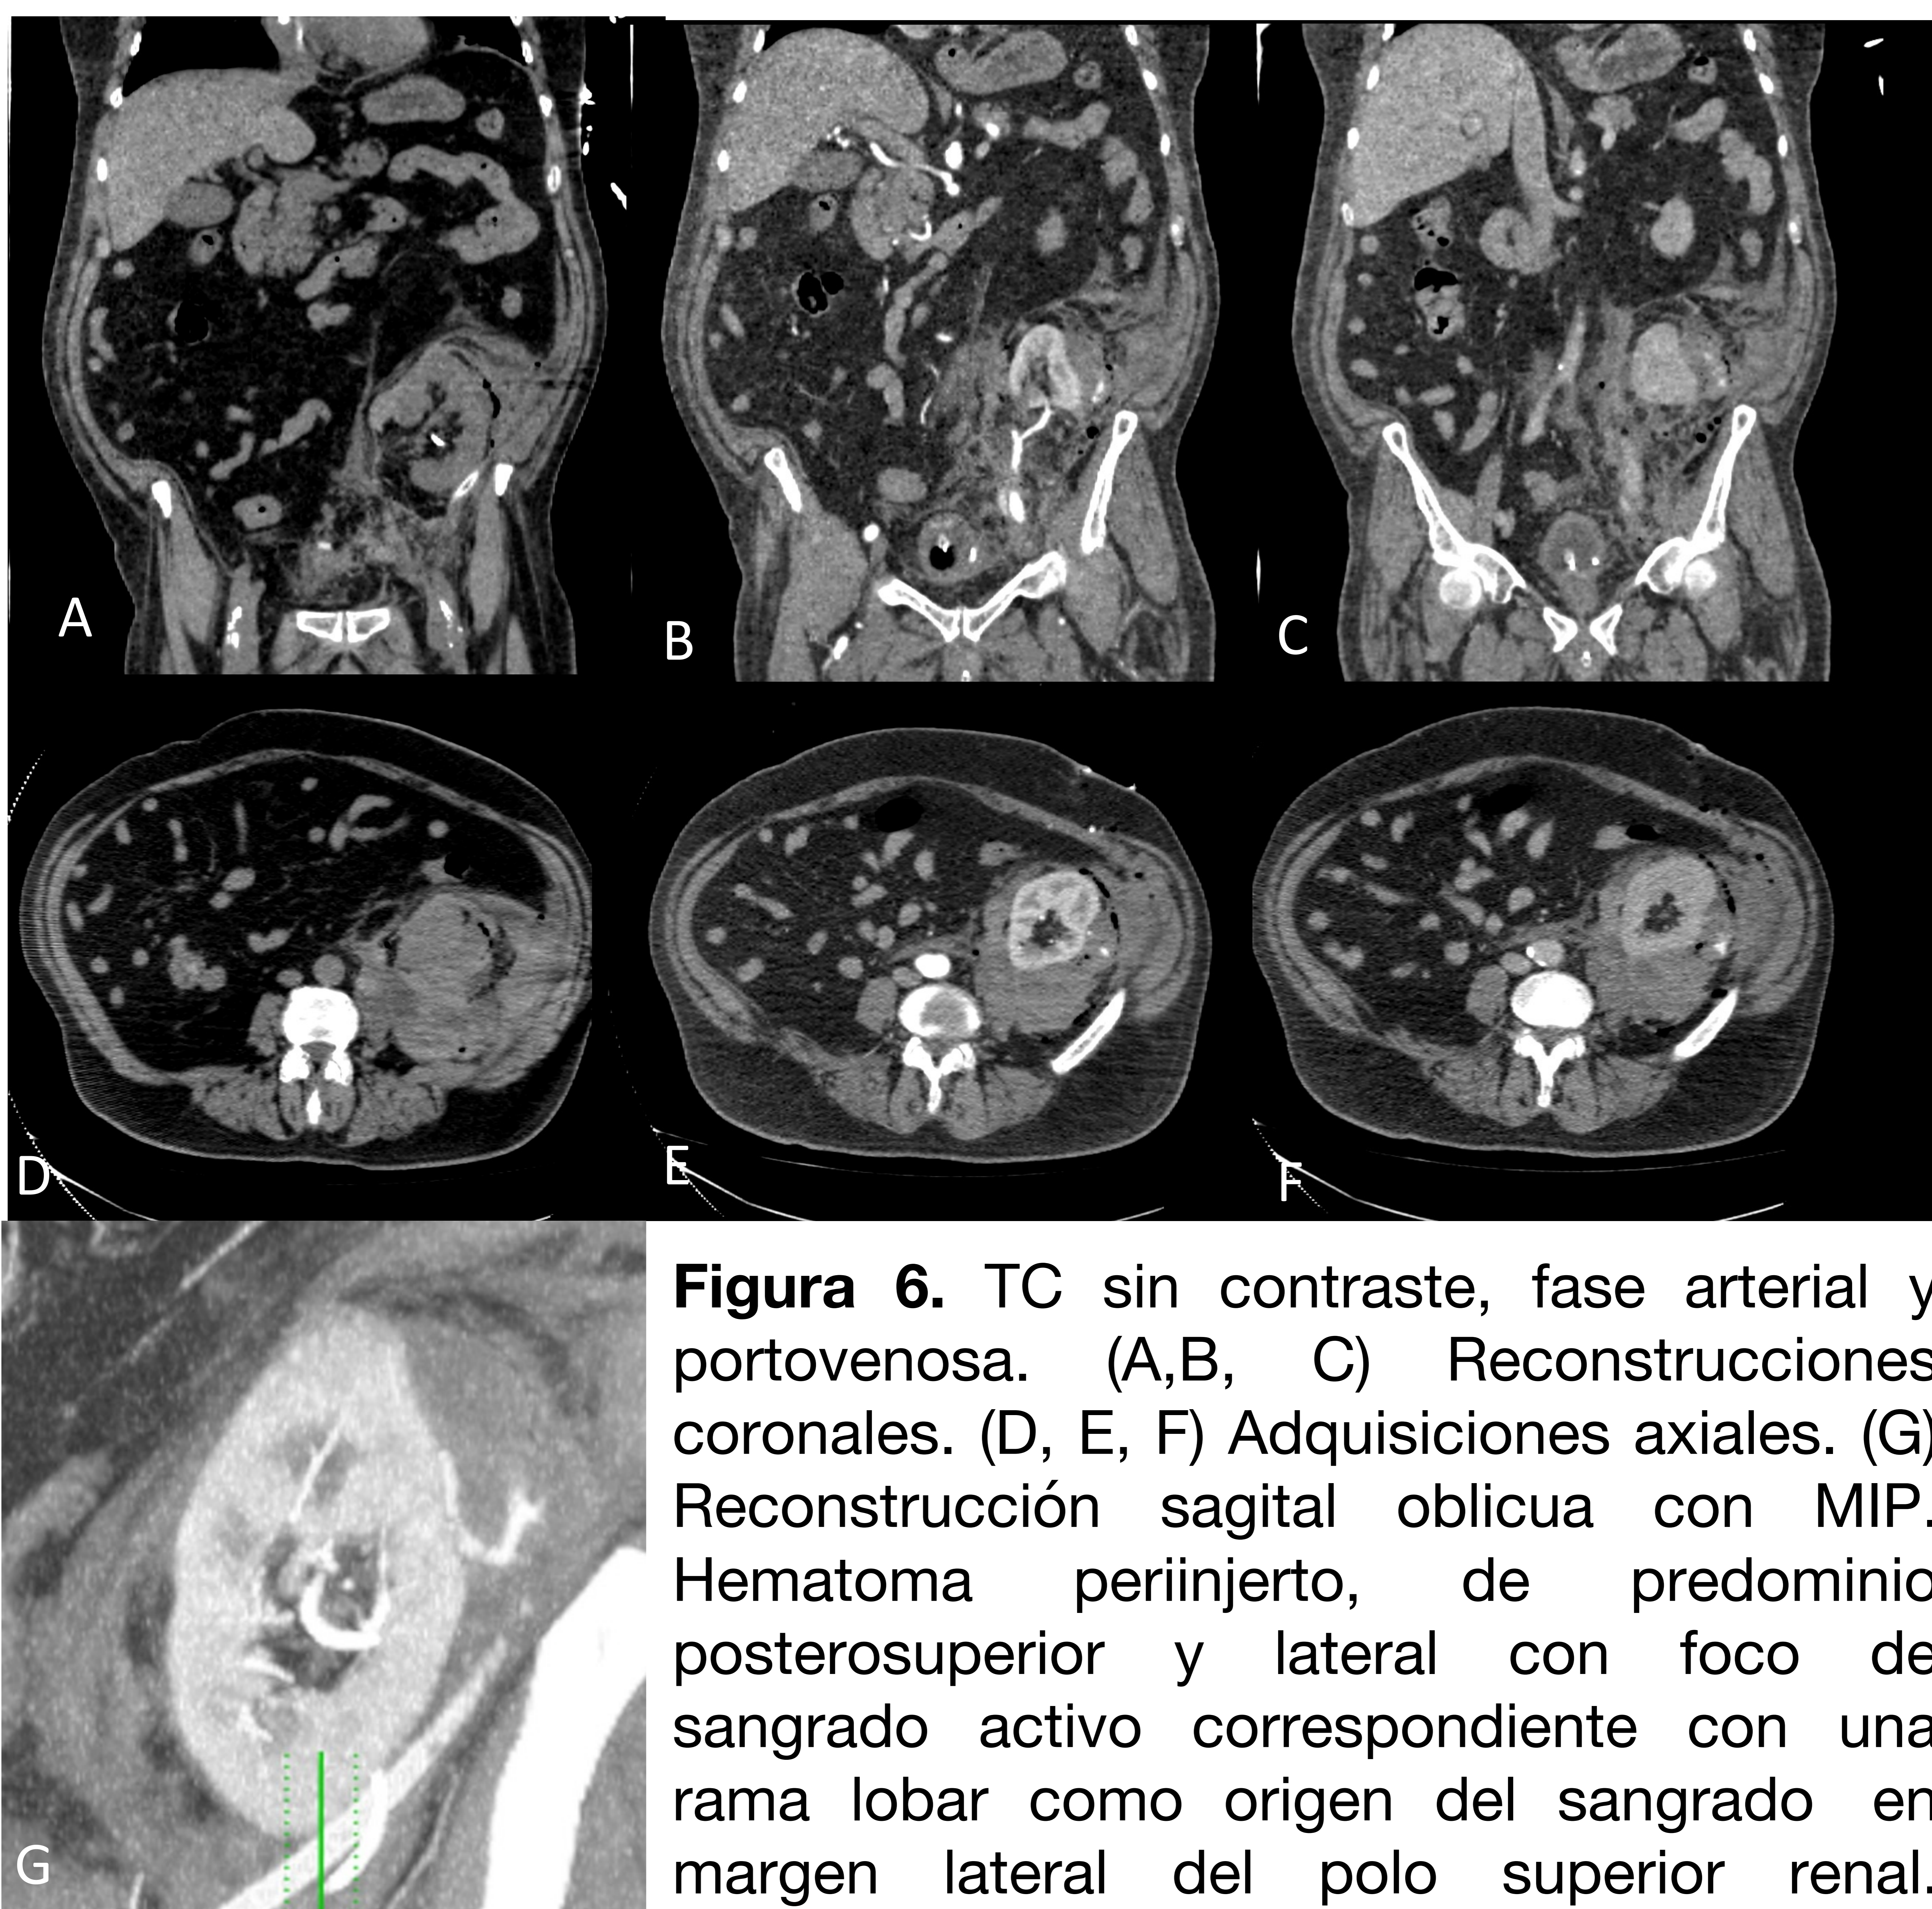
TC sin contraste, fase arterial y portovenosa. (A,B, C) Reconstrucciones coronales. (D, E, F) Adquisiciones axiales. (G) Reconstrucción sagital oblicua con MIP. Hematoma periinjerto, de predominio posterosuperior y lateral con foco de sangrado activo correspondiente con una rama lobar como origen del sangrado en margen lateral del polo superior renal. Anastomosis arteriovenosa permeable.
